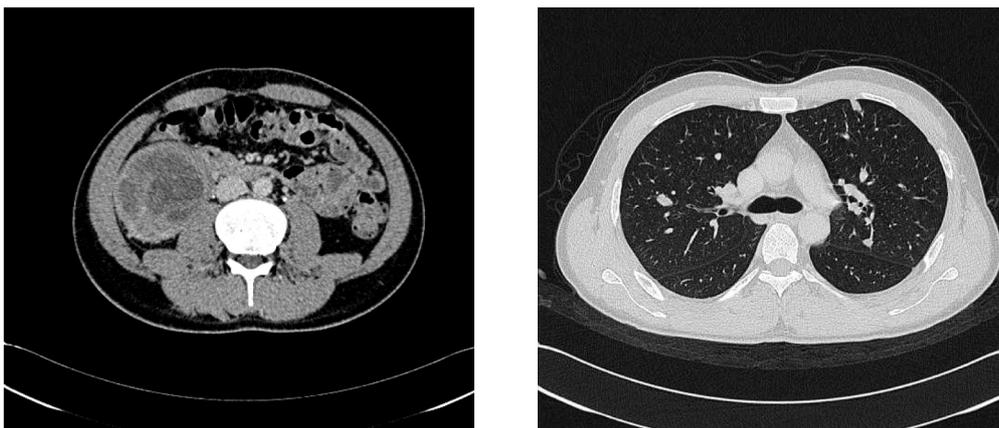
Enhanced CT scan examined after 4 courses of chemotherapy. The tumor volume decreased extremely. In the lungs, almost all tumors had disappeared but a few small nodules remained.
